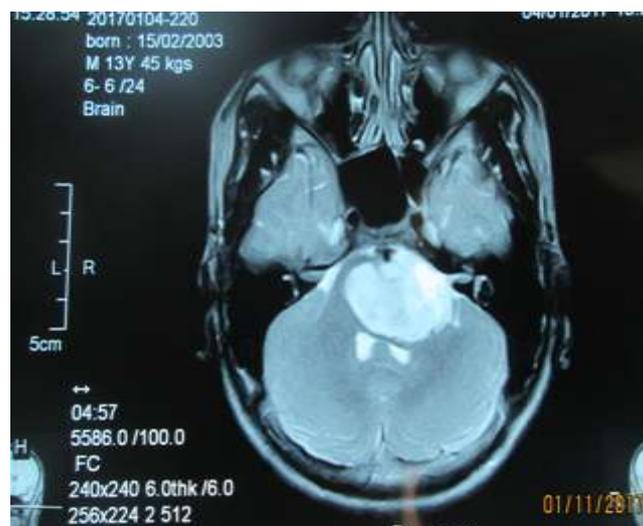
IRM de l'encéphale coupe axiale en séquence T2
